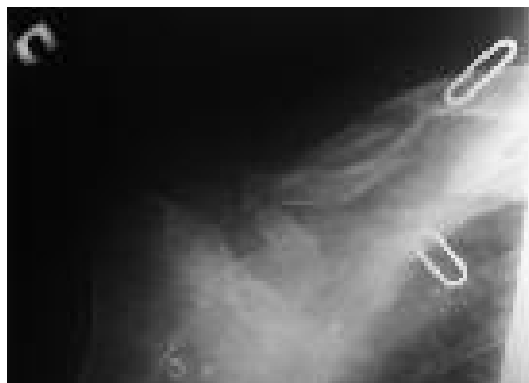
б. Пацієнт М., 31 рік. Аксилярна рентгенограма перелому правої ключиці (класифікація Robinson, тип R2B2b) у день госпіталізації.
